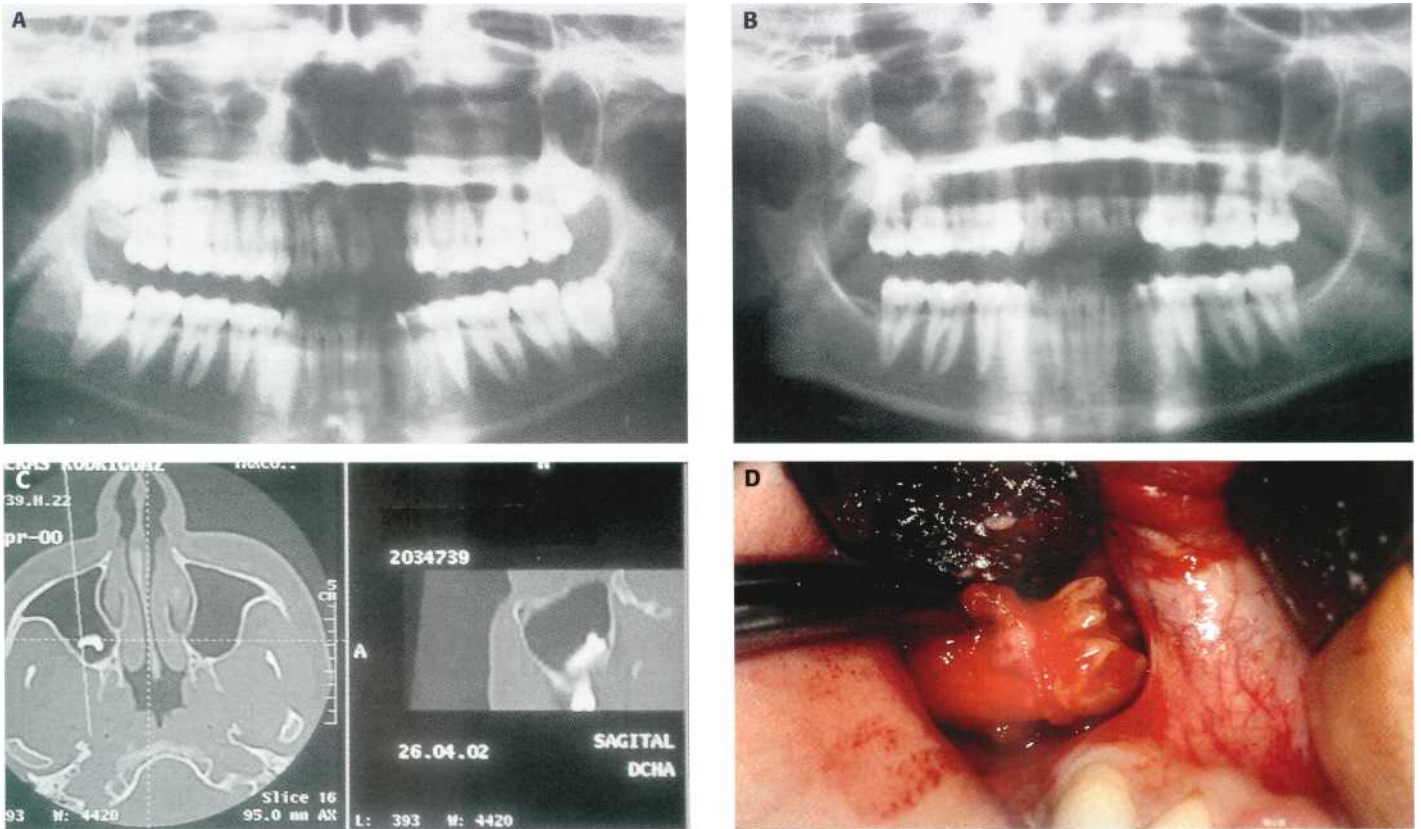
Cordal superior derecho desplazado al seno maxilar. (A) Ortopantomografía inicial. (B) Radiografía panorámica que muestra el 1.8 introducido dentro del seno maxilar derecho. (C) Tomografía computarizada que confirma el problema. (D) Extracción del tercer molar mediante un abordaje de Cadwell-Luc.
